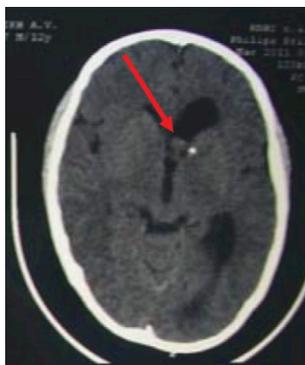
Больной Д., СКТ до эндоскопической операции (стрелкой указано расположение опухоли).
